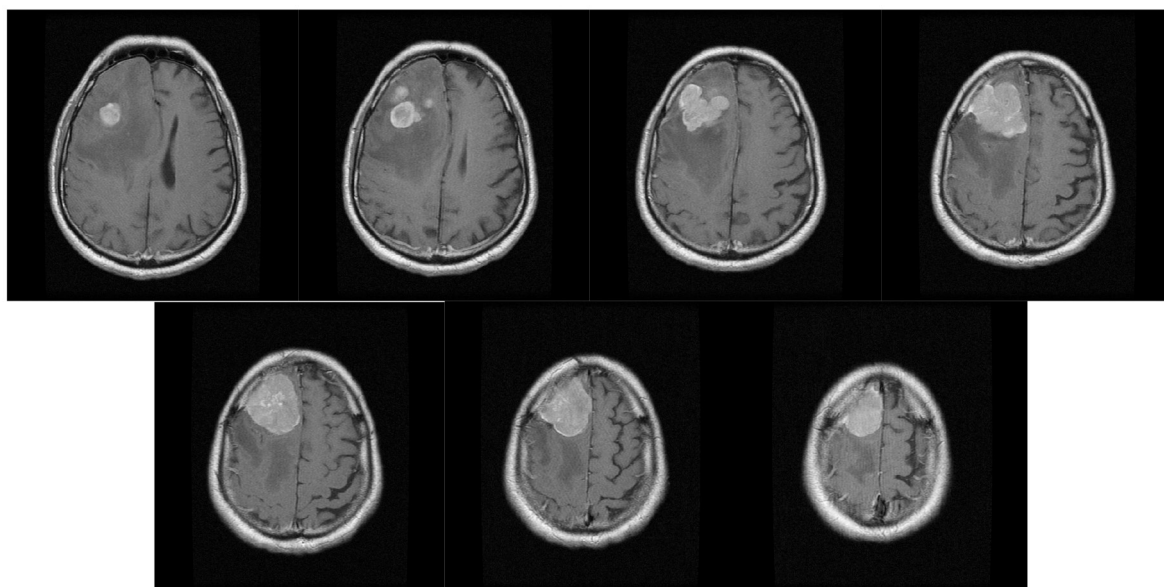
МРТ с внутривенным контрастированием от 20.05.2013.
